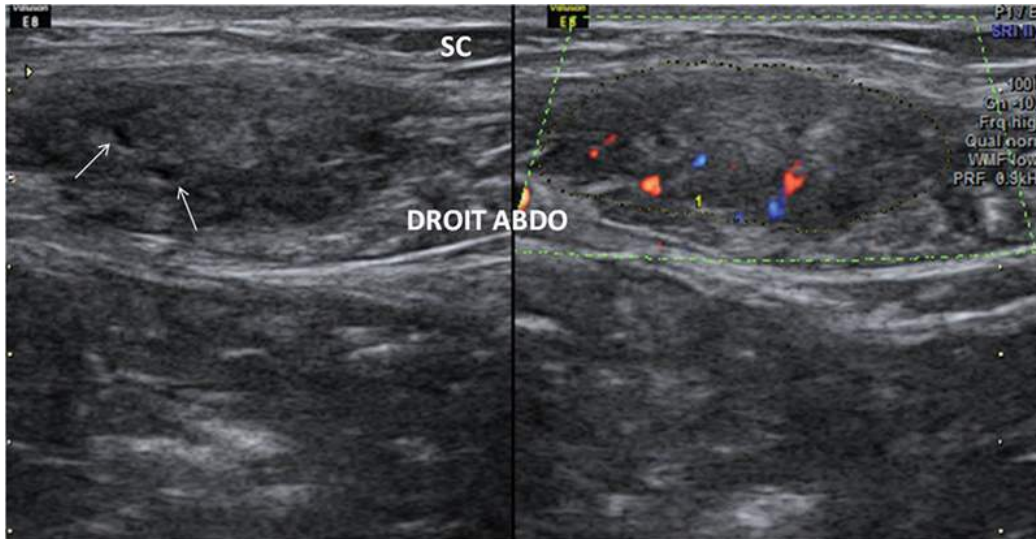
Endométriome pariétal profond. Coupe axiale sans et avec Doppler couleur.
